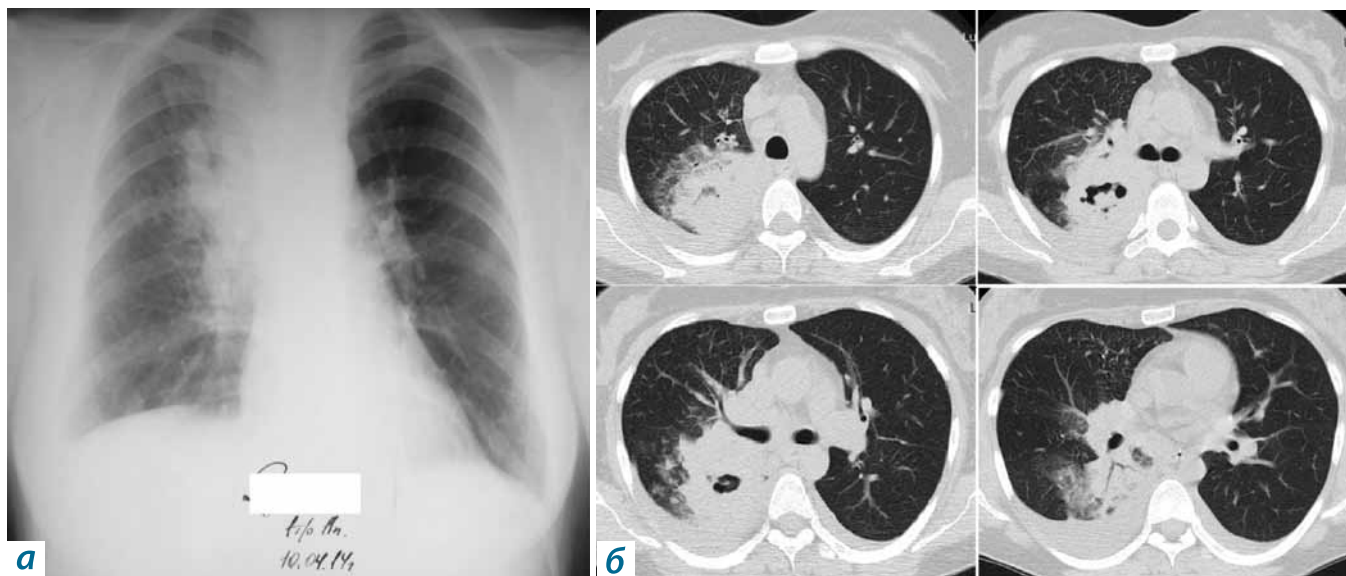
Рентгенологическое исследование больной Р. от апреля 2014 г.:
